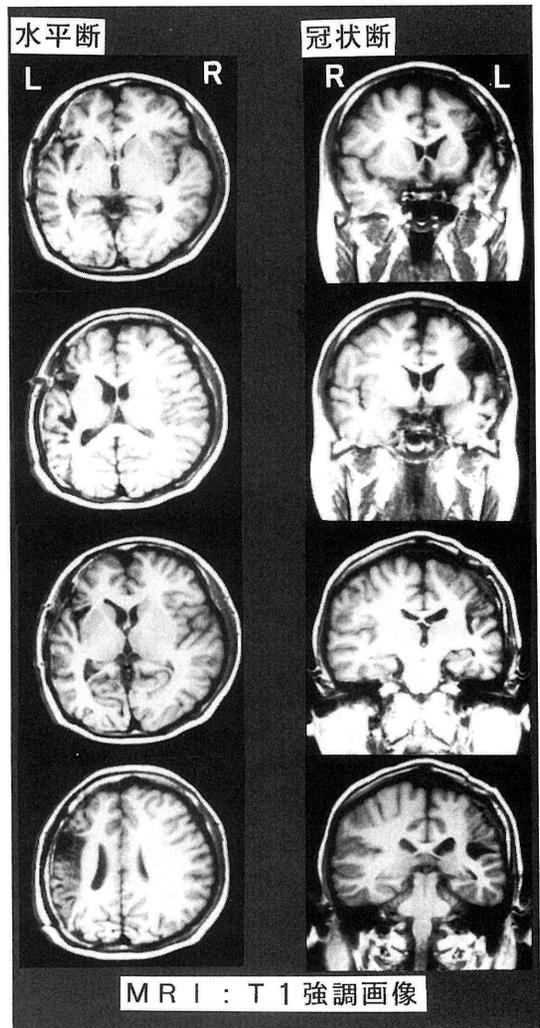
術後の MRI 水平断, 冠状断の T1 強調画像
